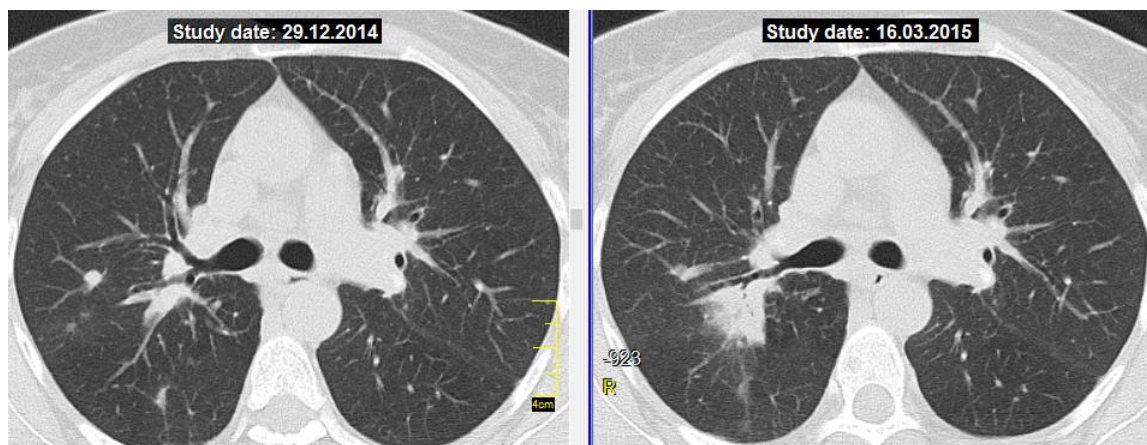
КТ хворої Ф. (аксіальні зрізи на рівні головних бронхів), саркоїдоз органів дихання II стадії; зліва – КТ на першому візиті, справа – через 2,5 міс спостереження: збільшення ділянки консолідації у правій легені.
